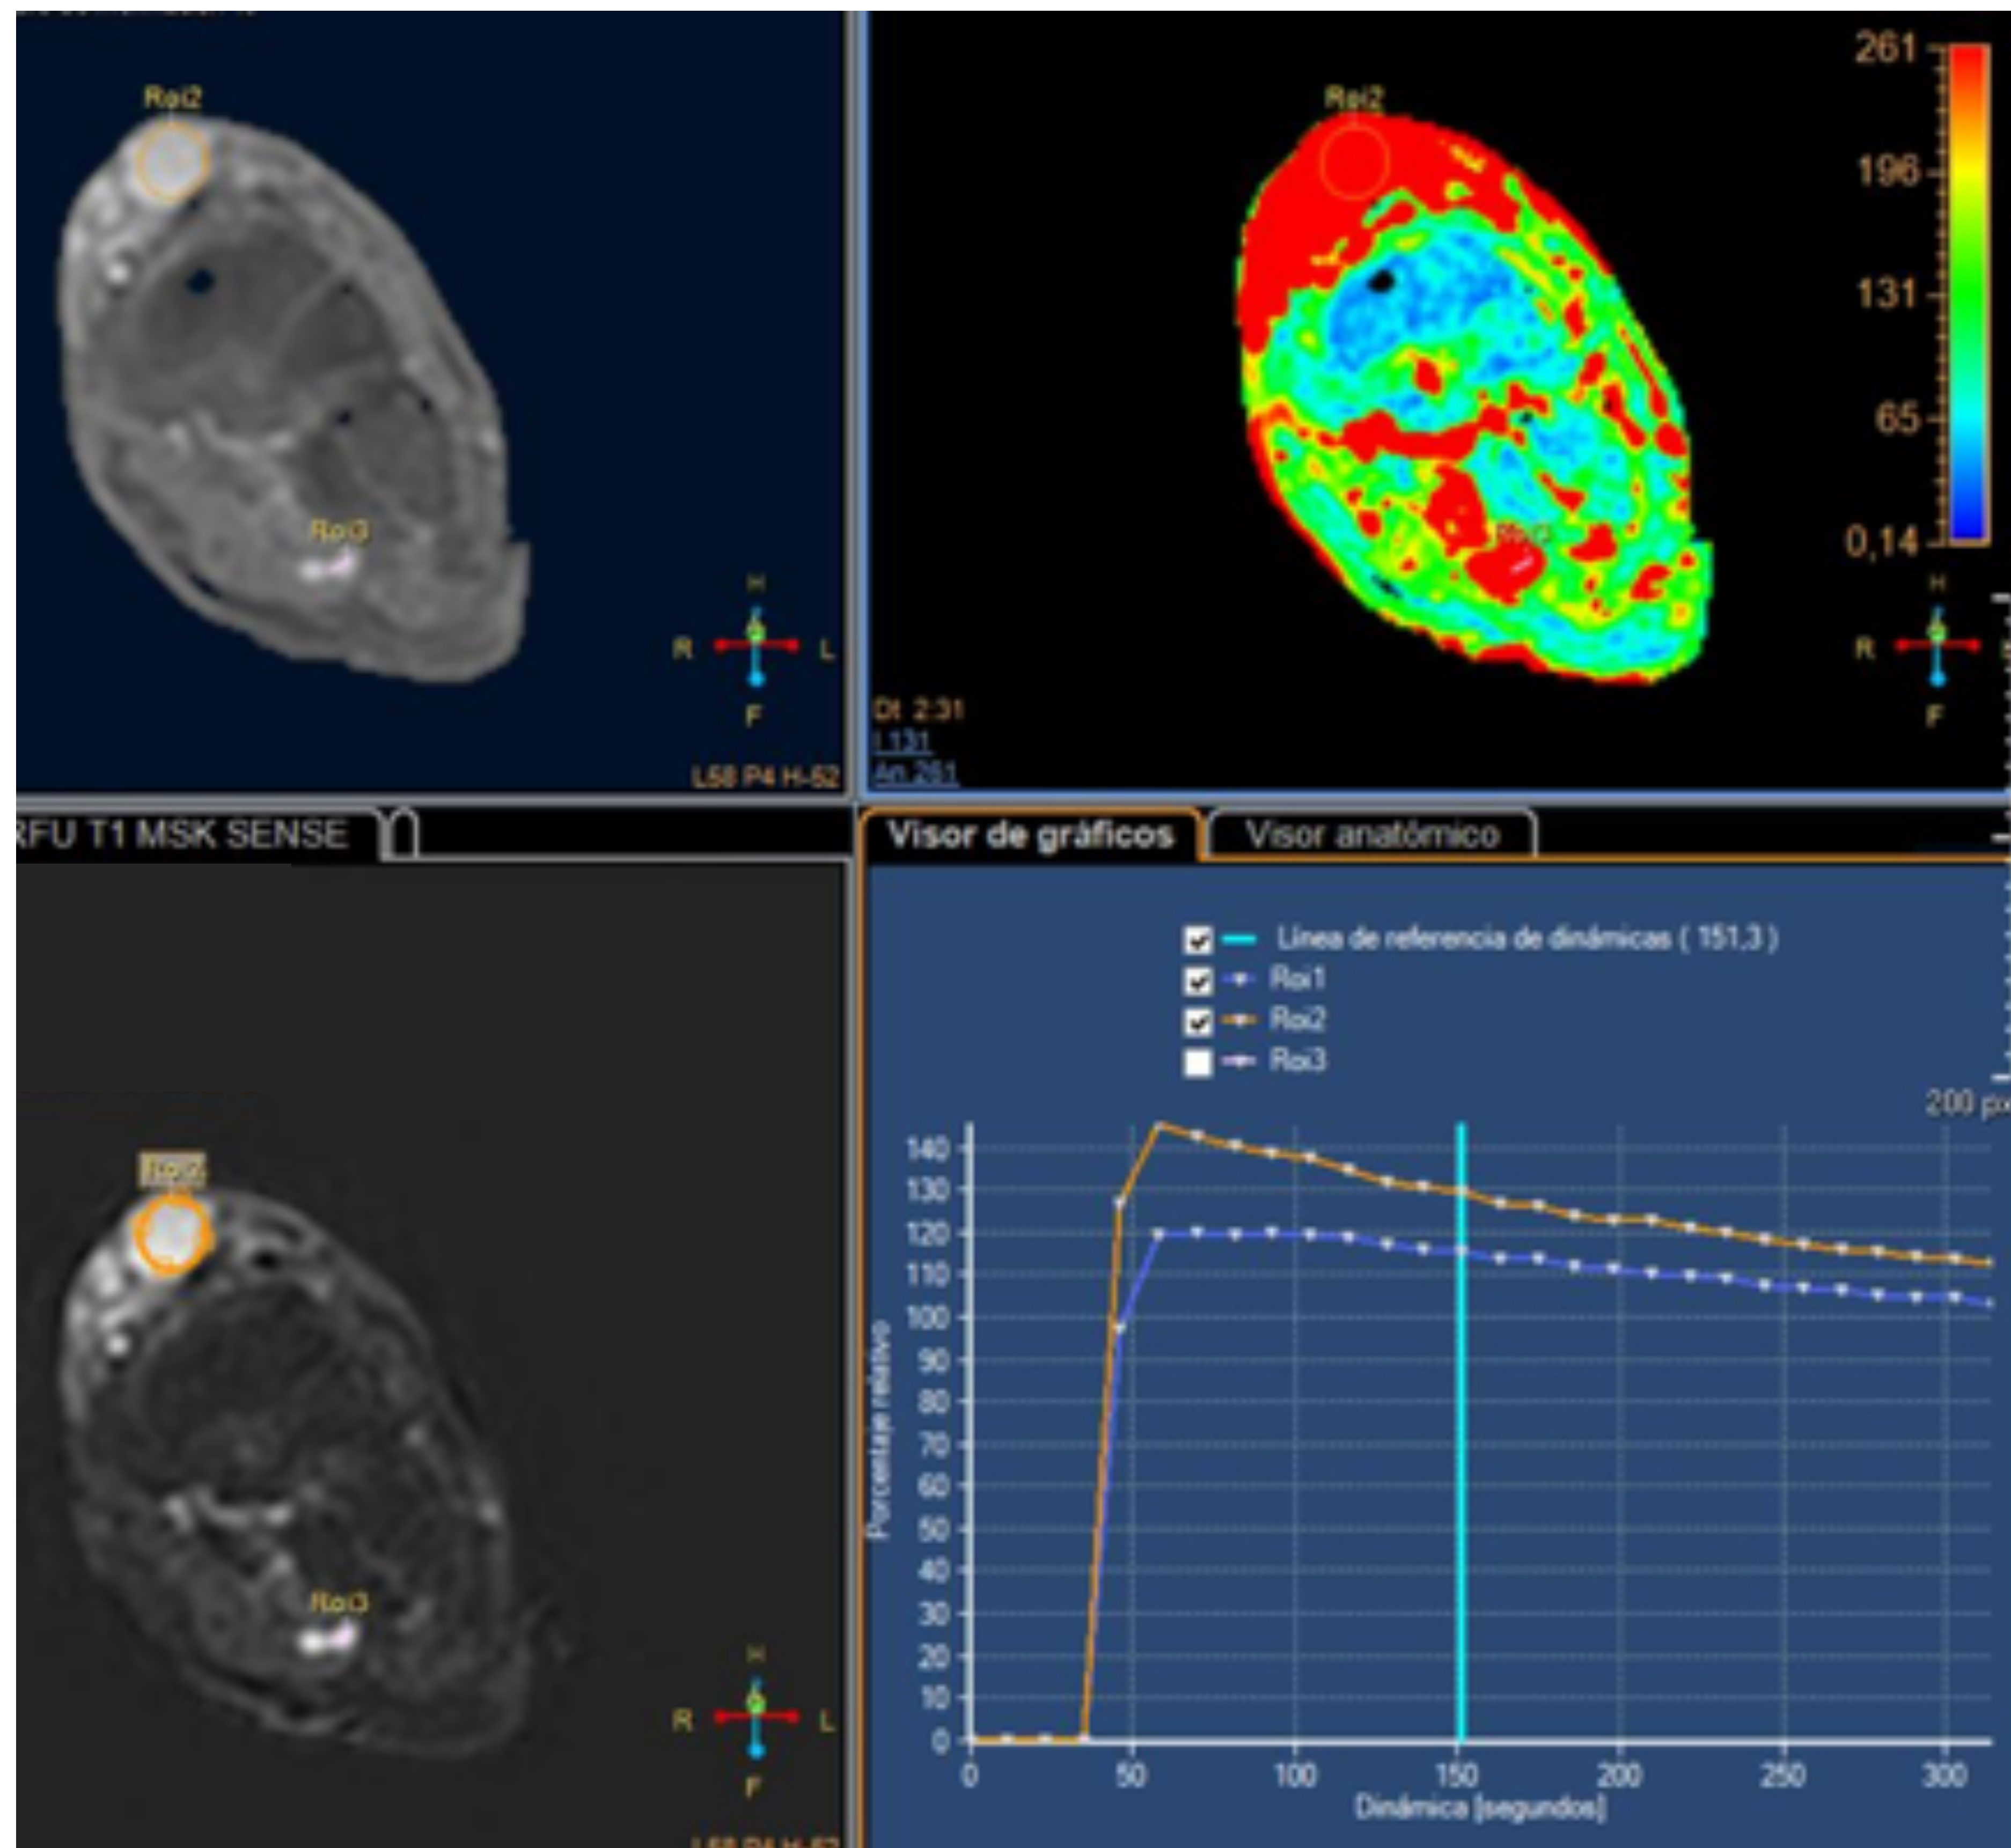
Estudio de RM-perfusión del leiomiosarcoma de la fig. 35.
